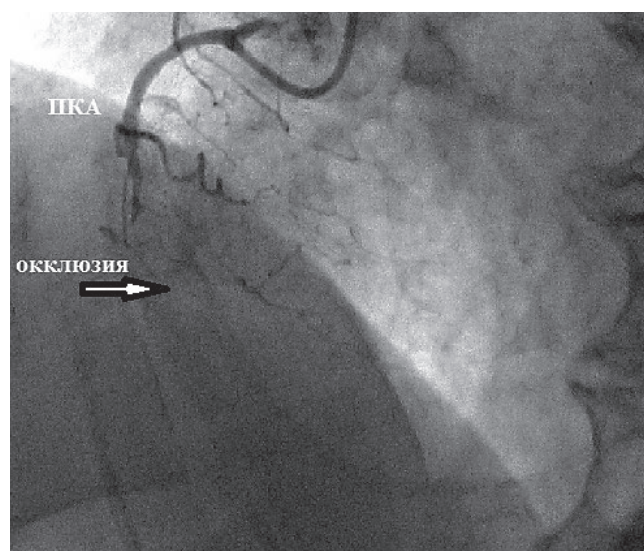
Результаты КАГ (после проведения сцинтиграфии миокарда ЛЖ). По данным КАГ у пациента выявлена окклюзия среднего сегмента правой коронарной артерии (стрелка).
